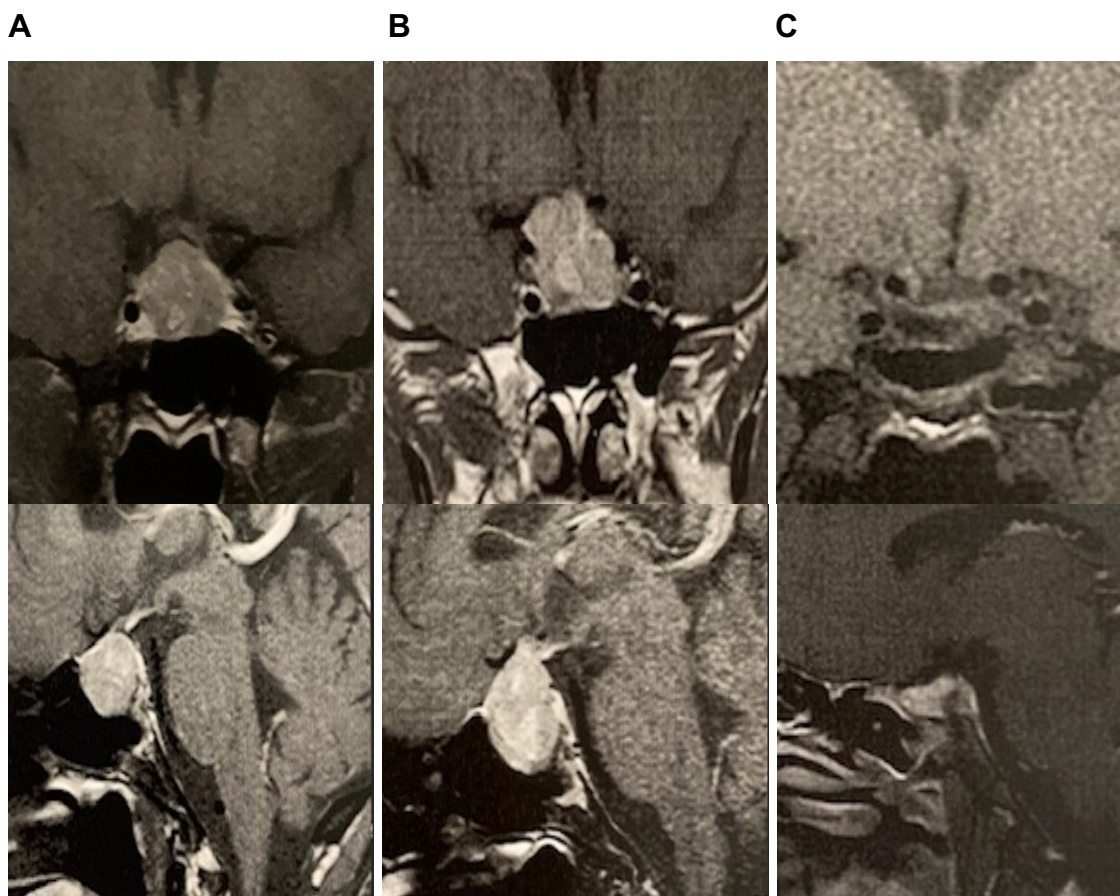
RM de sela túrcica com contraste do indivíduo II.1. Imagem ponderada em T1 apresentando macroadenoma hipofisário de 24x19x18 mm (A) que evoluiu após 6 meses com degeneração hemorrágica e compressão do quiasma óptico (B). Após a cirurgia, nota-se pequeno remanescente na metade esquerda da adenohipófise (C).
